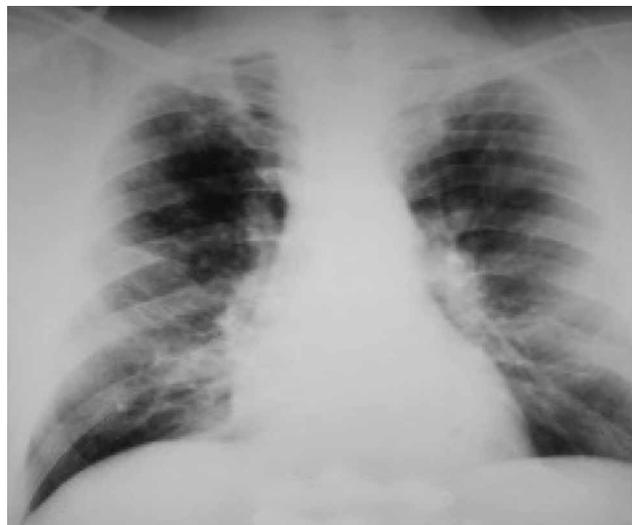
Обзорная рентгенограмма грудной клетки пациента Г.В. от 11.03.2012 г.
